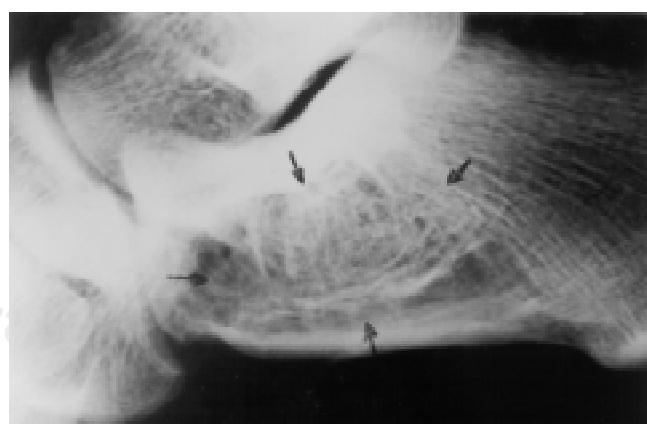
Imagen TAC en un control antes de una segunda aplicación de médula ósea. Se observa la formación de tejido óseo en el interior del quiste.
